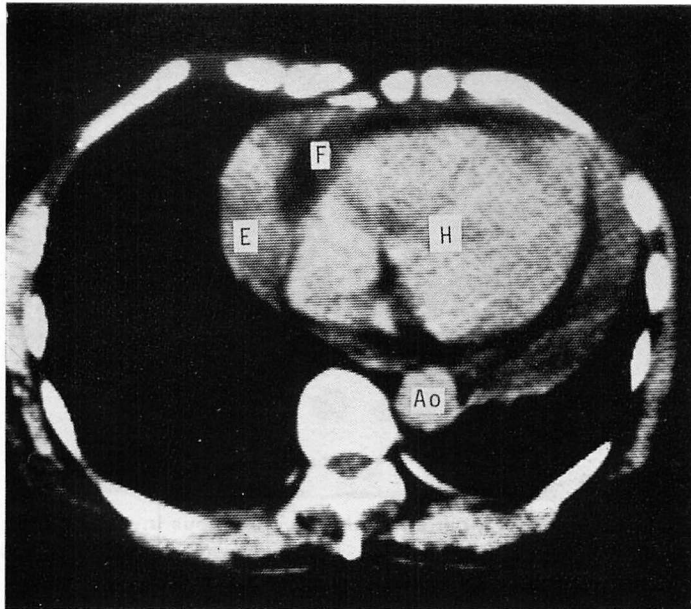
Computed tomogram of a patient with hypothyroidism.
